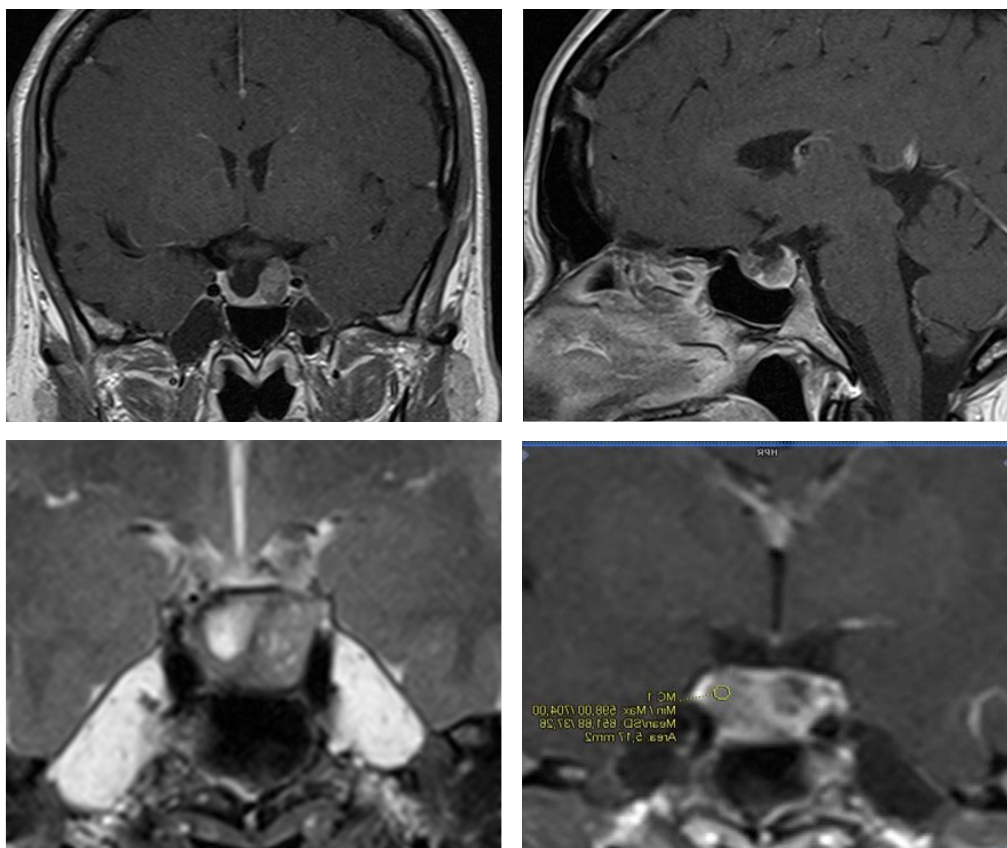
МРТ хиазмально-селлярной области с в/в контрастированием (на предоперационном этапе)
